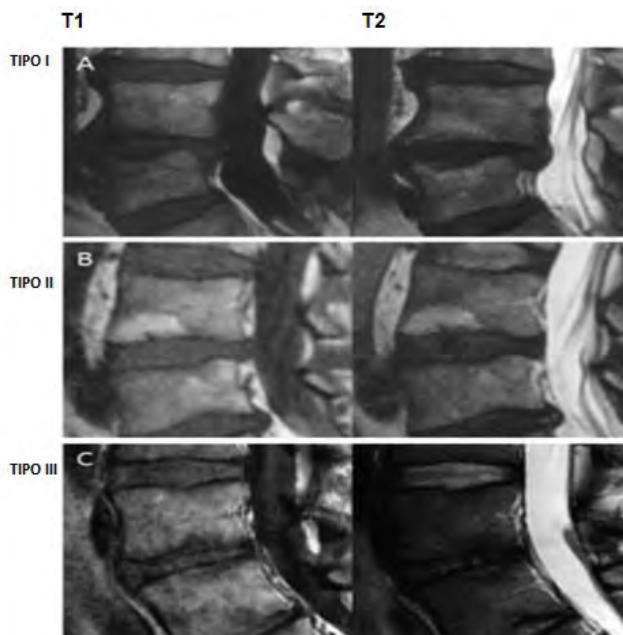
Cambios tipo Modic observadas en la Resonancia Magnética ponderadas en T1 y T2
